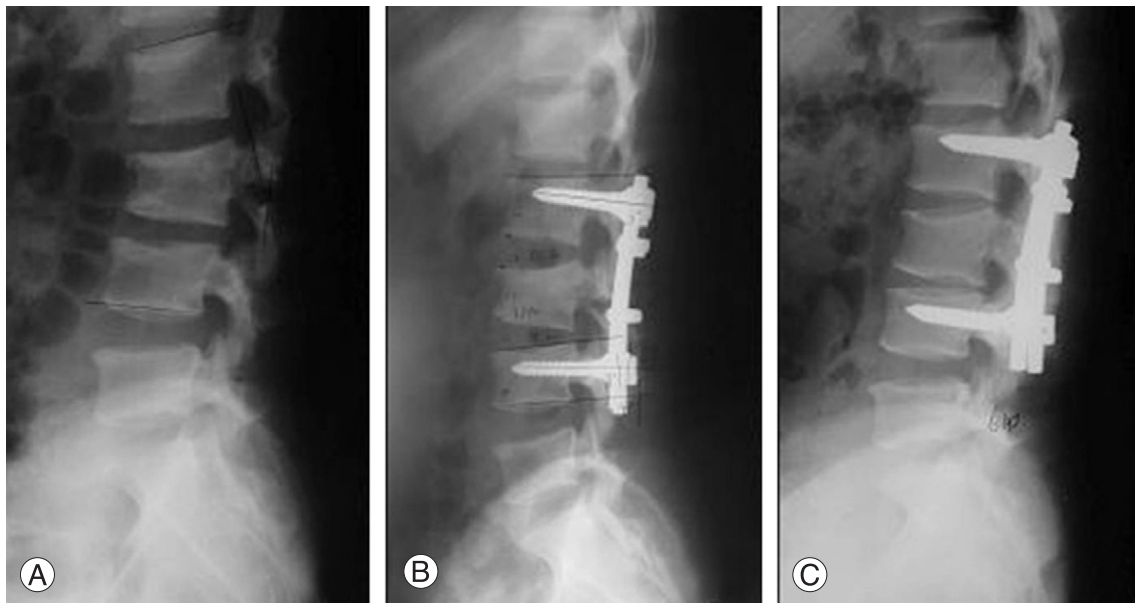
(A) Preoperative radiograph shows burst fracture of L2 vertebra. (B) Immediate postoperative radiograph shows a good correction of kyphosis by posterior instrumented fusion. (C) On postoperative 6 year radiograph, decrease of upper and lower disc height and breakage of lower pedicle screws.
